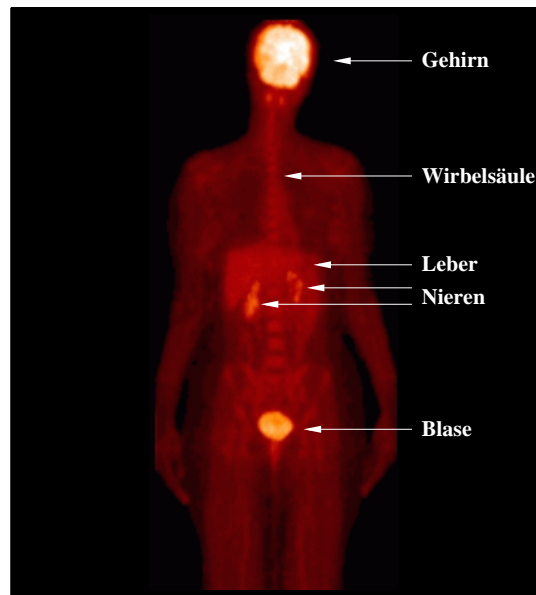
Beispiele für die onkologische Diagnostik mit der PET: gesunder Patient
